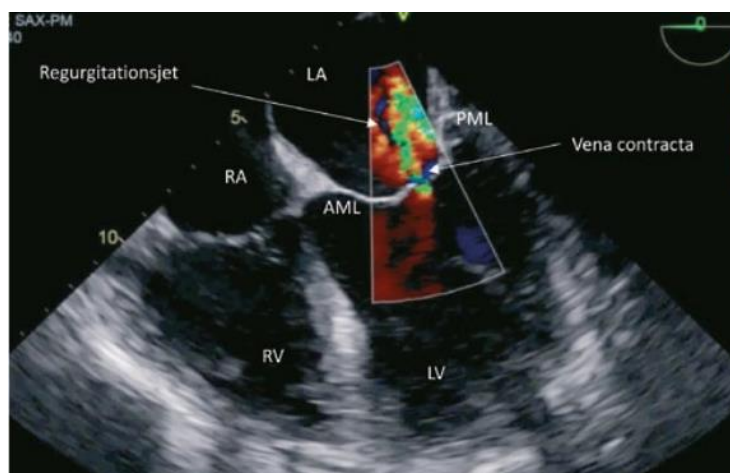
Transösophageale 2D-Echokardiographie, Vierkammerblick.
